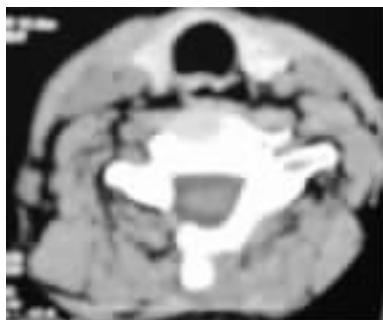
CT复查示重建棘突骨愈合,处于良好开门状态
